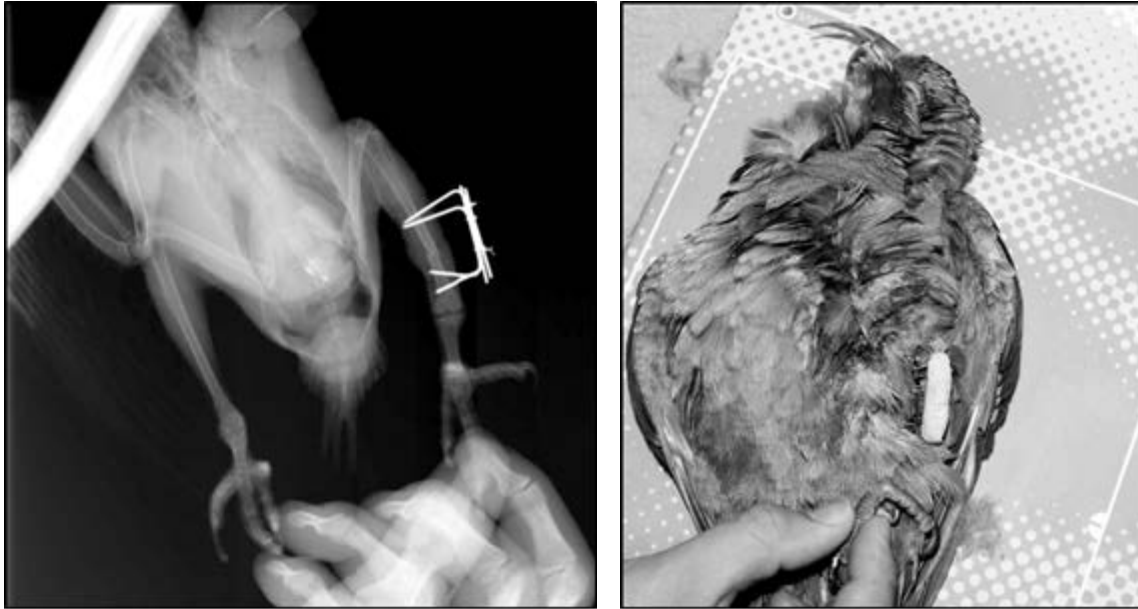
(Izquierda) Las radiografías muestran la alineación ósea antes de aplicar la masilla epóxica. (Derecha) Paciente mostrando masilla epóxica aplicada sobre la barra de la fijación externa.
